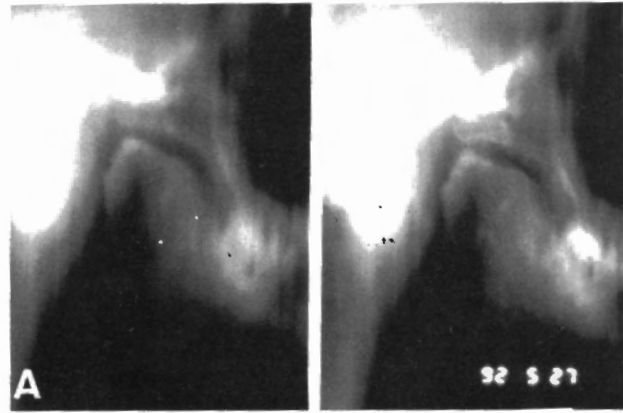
Radiografía de perfil.
